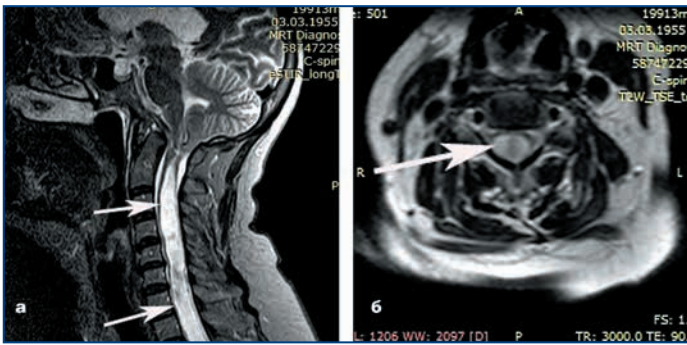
МРТ шейного отдела больной К. Глиоматоз шейного отдела спинного мозга (указан стрелками): а — сагиттальный срез; б — горизонтальный срез
